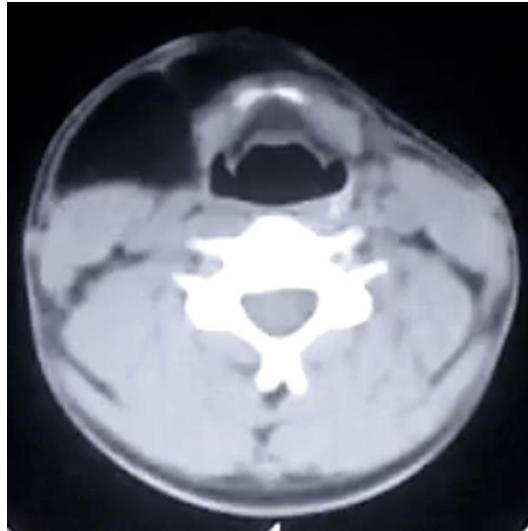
Tomografía simple de cuello en cortes axiales. Se aprecia imagen hipodensa a tejidos blandos en región cervical de lado derecho, anterior y lateral al músculo esternocleidomastoideo.
